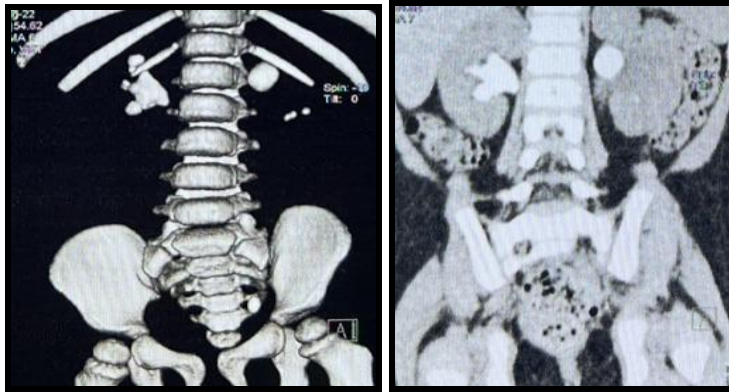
Обзорная (нативная) МСКТ урография
